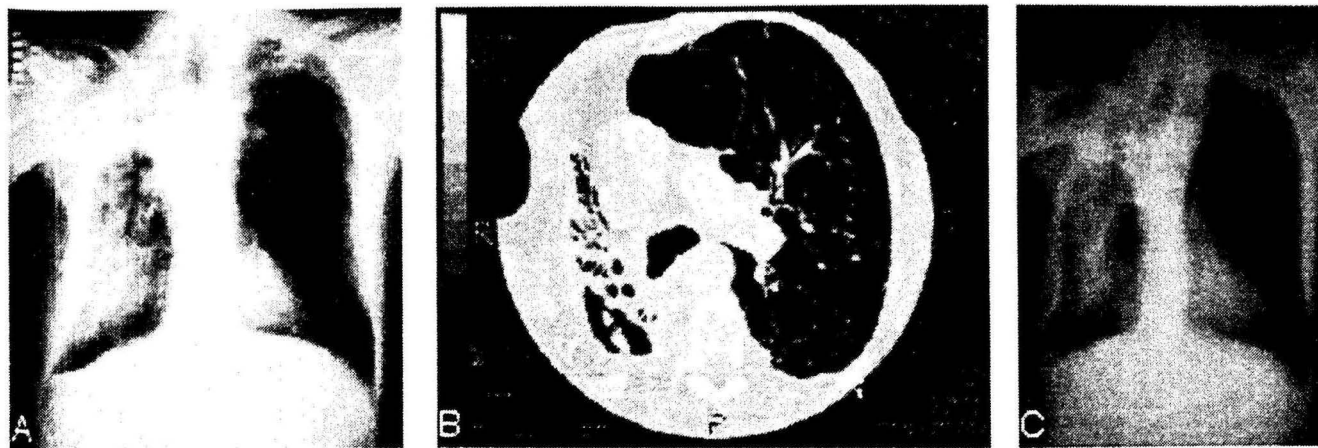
A radiografia de tórax demonstrou produto patológico no interior da cavidade em lobo superior do pulmão direito (Figura 1A). Controle realizado após dois anos de tratamento com itraconazol demonstrou desaparecimento do produto patológico no interior da cavidade (Figura 1C). A tomografia computadorizada (TC) de tórax revelou cavidade cistóide no ápice do pulmão direito com produto patológico com densidade de partes moles em seu interior e espessamento da pleura adjacente. Distorção da arquitetura do lobo superior direito com bronquiectasias e atelectasia subtotal. Espessamento pleural com calcificações, bilaterais. Nódulos e estrias com calcificações no ápice do pulmão esquerdo. Áreas de enfisema, algumas destas nitidamente paracicatriciais, bilaterais(Figura 1B).
